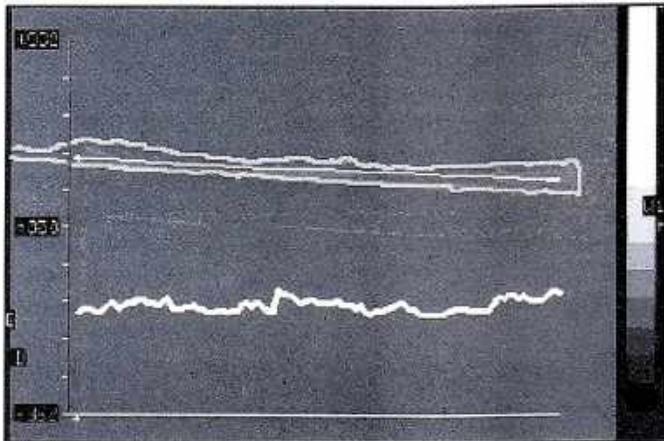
Компьютерно-томографическое исследование материала «ЛитАр»: вверху — скан материала, внизу — горизонталь оптической плотности сканируемого объекта (изменение в пределах 20–80 X).
